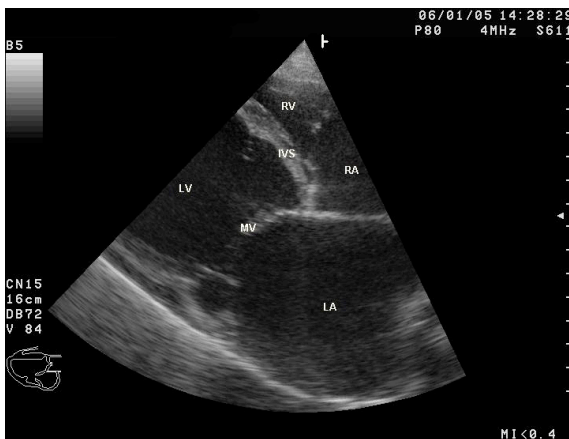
Ecocardiografia B-mode
